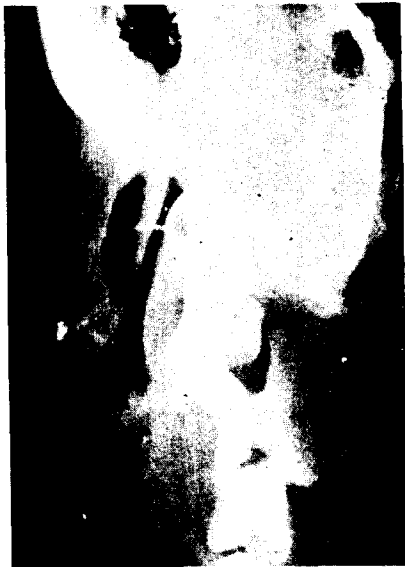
Photograph of post-op. roentgenogram showing the distance (5cm) between mandibular angle and displaced hyoid body.
